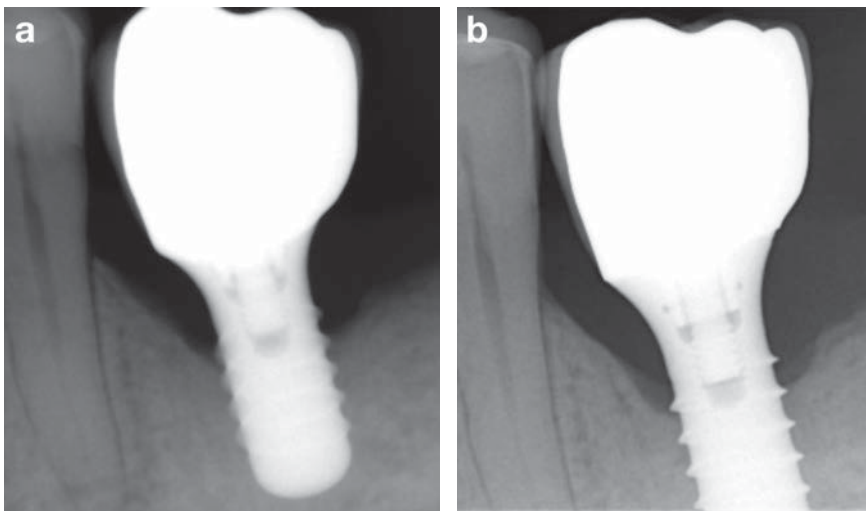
Periapikale Röntgenbilder von Implantaten können in ihrer Qualität stark variieren und die Implantatwindungen können sich von stark verschwommen (a) bis zu scharf (b) darstellen. Dies kann die Genauigkeit der Beurteilung des periimplantären Knochniveaus stark beeinflussen.
